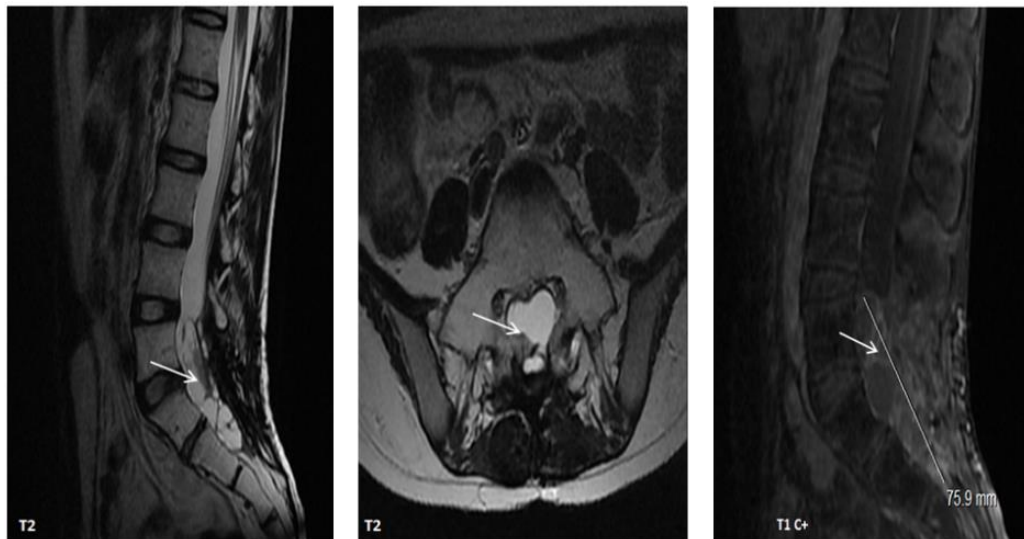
IRM médullaire de diagnostic¹.
